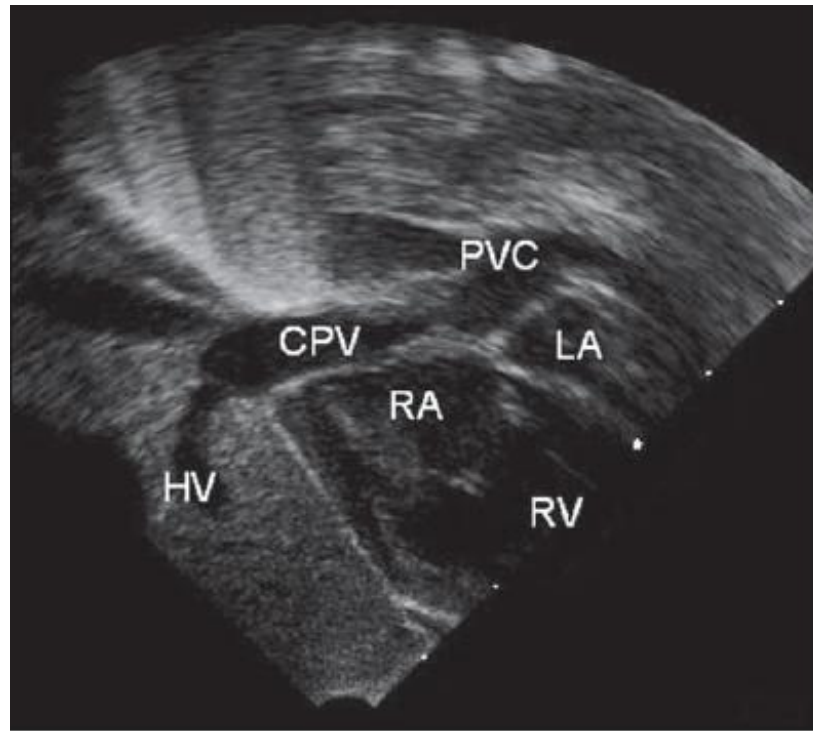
nouveau né de sexe masculin âgé de 5jours avec un RVPAT en infracardiaque (type III). D'après [52]. Image échographique montre le confluent commun des veines pulmonaires (PVC) en postérieur. La veine pulmonaire commune (CPV) qui se jette dans la VCI (en infradiaphragmatique). LA (oreillette gauche), RA (oreillette droite), RV (ventricule droit), HV (veine hépatique)
